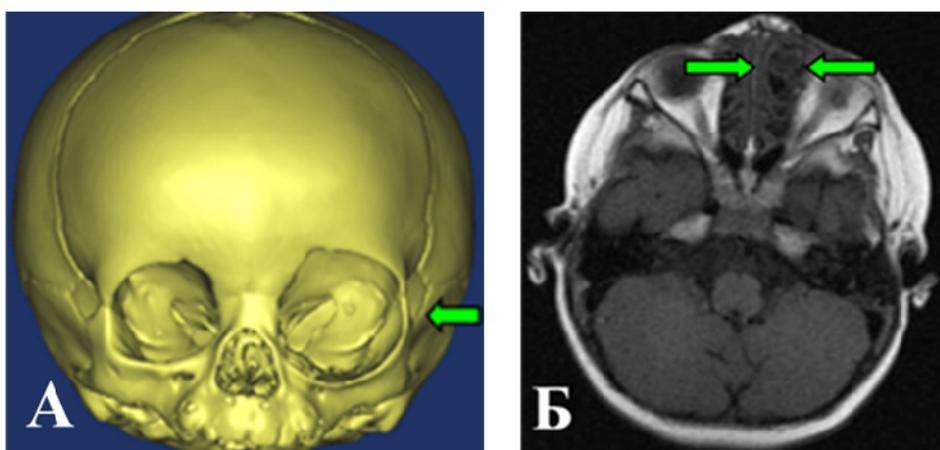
А - Пациент Н-в, 1 г. 5 мес., КТ-3D-изображение черепа с назоорбитальной черепно-мозговой грыжей: в передней проекции стрелкой указана деформация левой глазницы, её увеличение, Б - Пациент Я-в, 2 года. МРТ-изображение головы пациента с назо-орбитальной черепно-мозговой грыжей: аксиальный срез в Т1 режиме, стрелками указана черепно-мозговая грыжа, отмечается деформация ячеек решётчатого лабиринта
